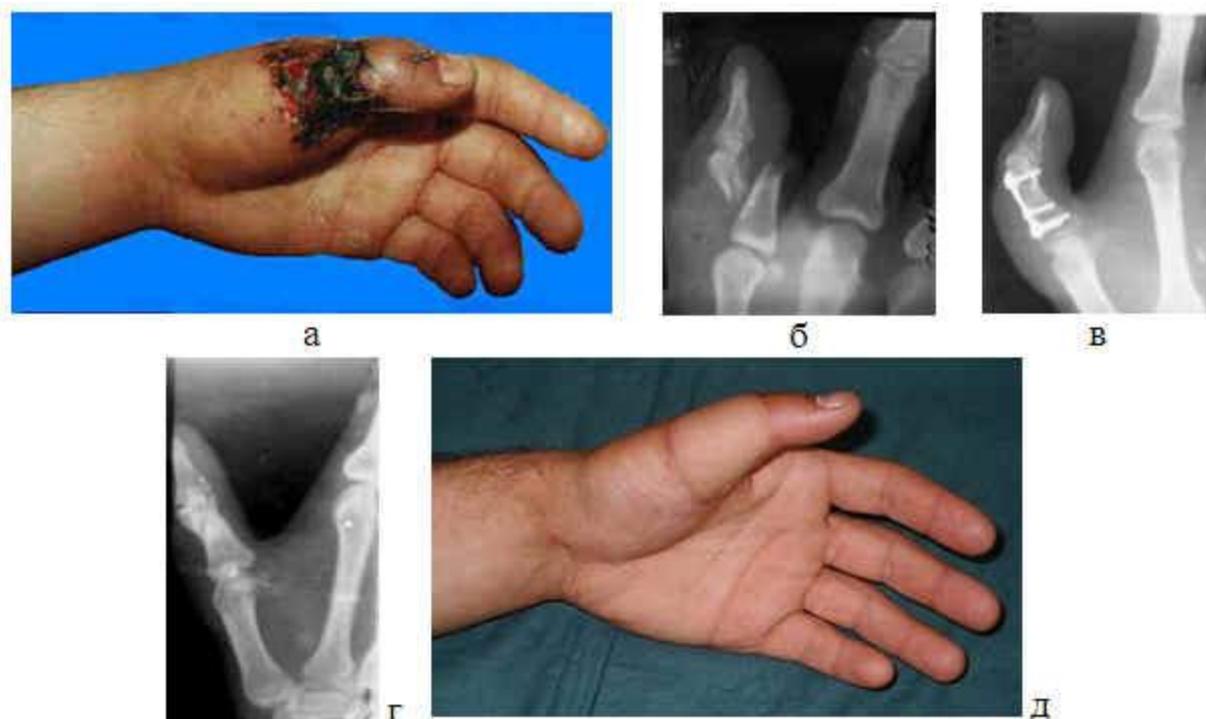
Больной Д., 25 лет. Диагноз: Открытый перелом основной фаланги I пальца левой кисти с дефектом мягких тканей. (а – до операции; б – рентгенограмма пальца до операции; в - остеосинтез основной фаланги пальца; г, д - отдаленный результат).
